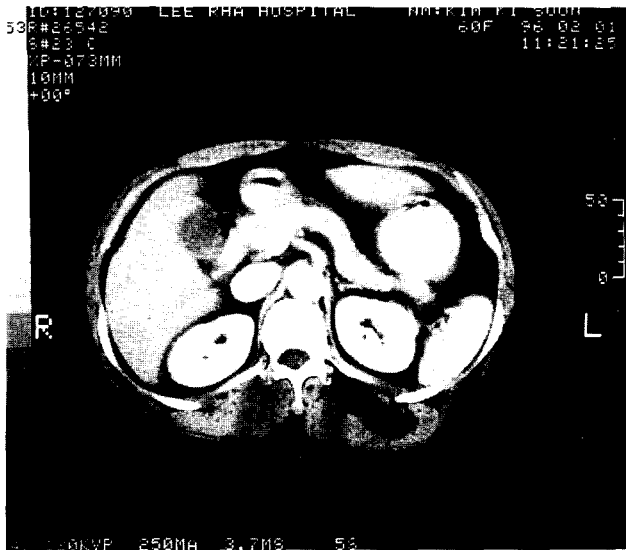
Abdominal CT scanning with contrast enhancement: fairly well defined low density mass was noted at the left erector spine muscle, which was enhanced irregularly, and serpentine vessel densities were also noted.
